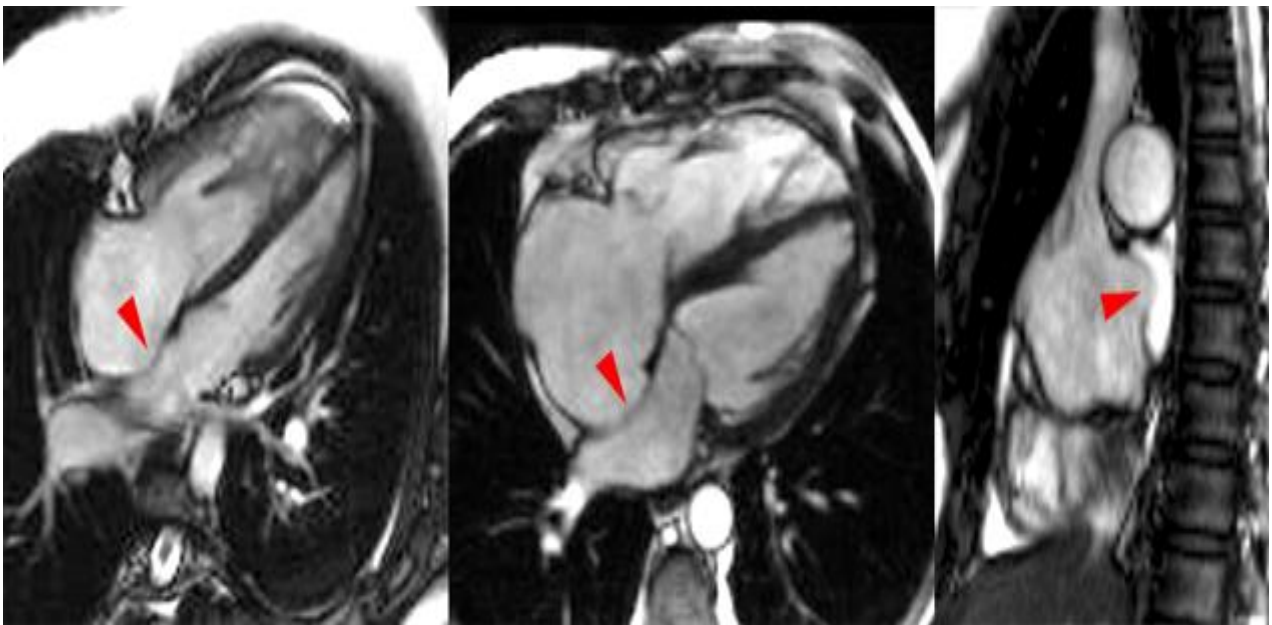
Anévrisme du septum interauriculaire bombant vers la gauche objectivé par imagerie par résonance magnétique (IRM) avec épreuve de contraste
